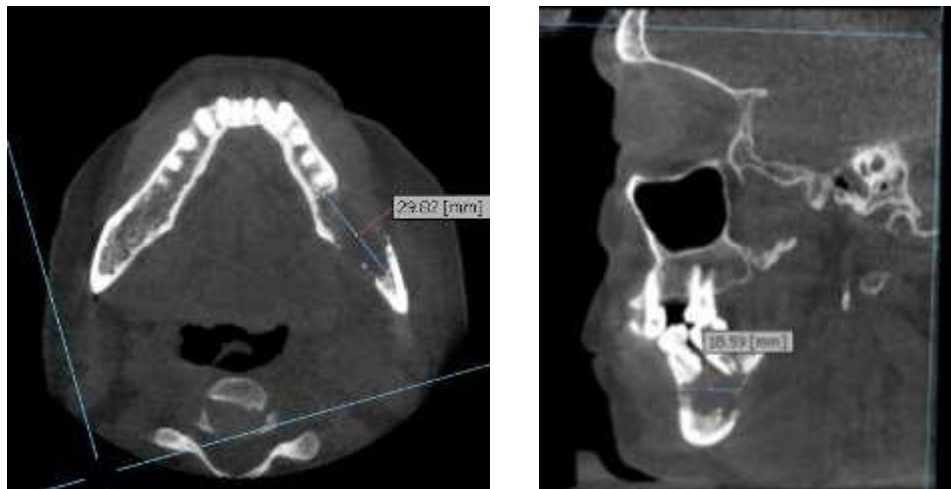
Tomografía computarizada
